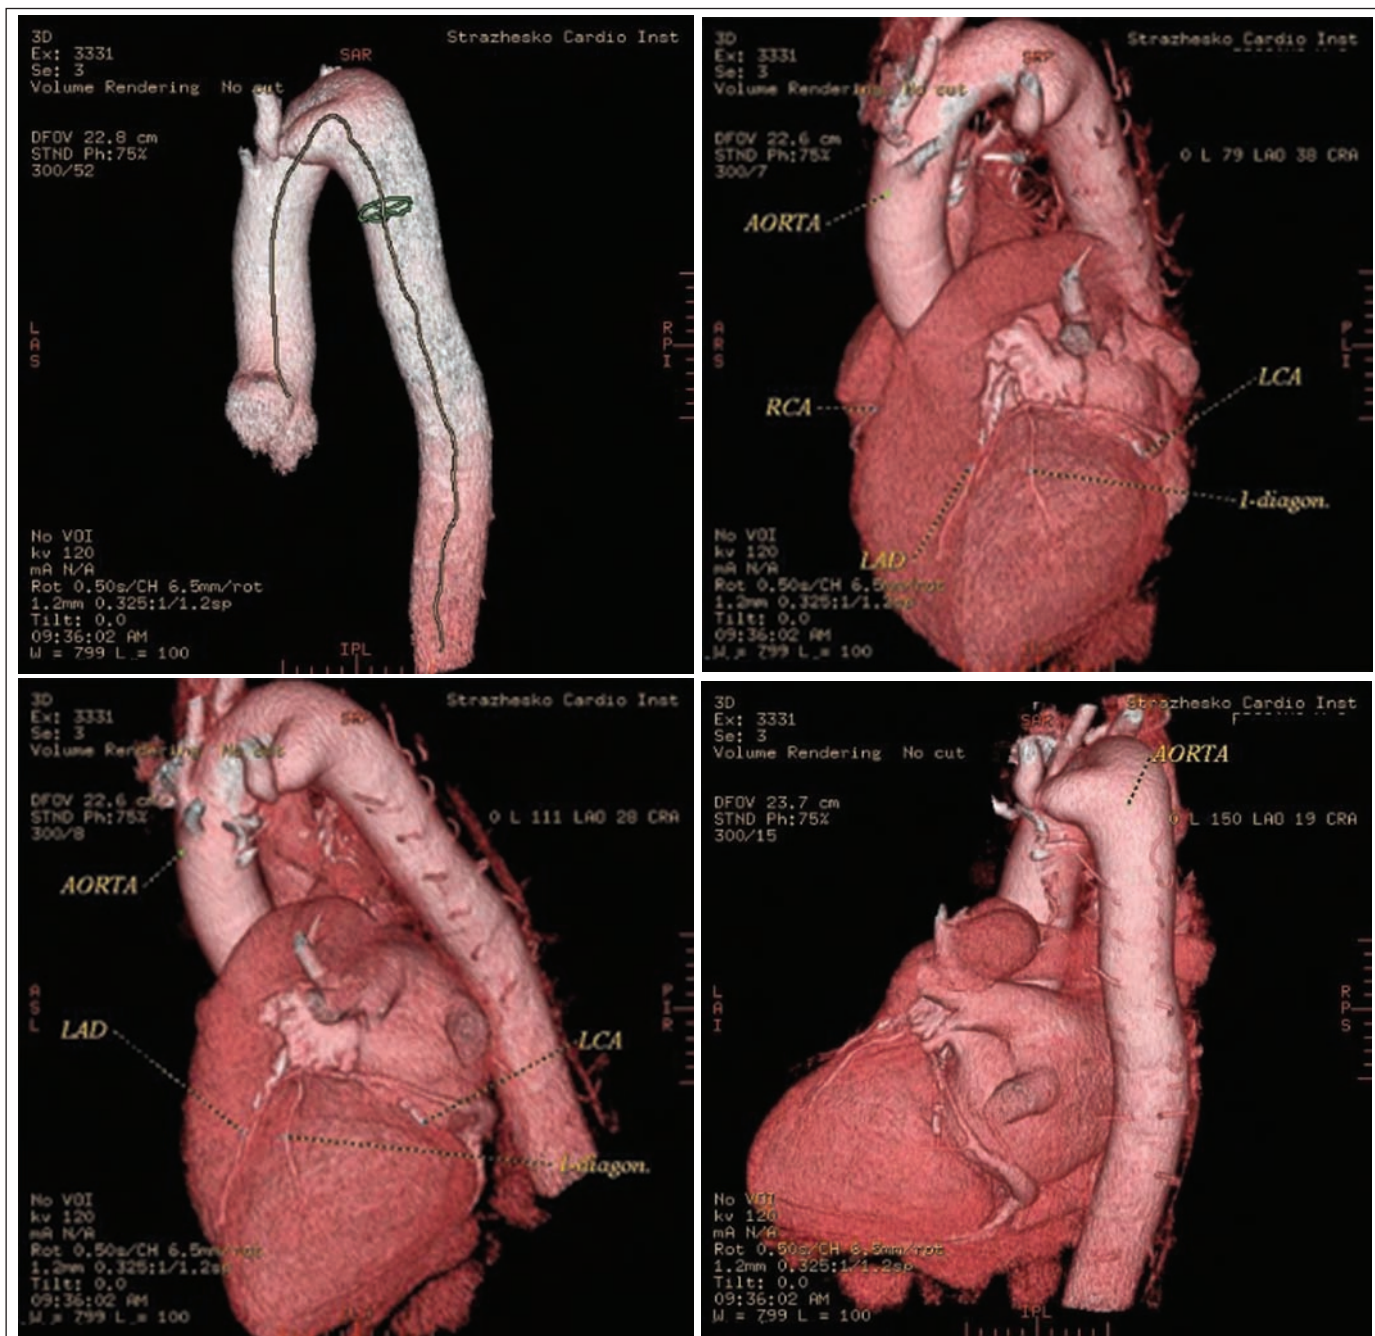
МСКТ-аортография с в/в болюсным введением контрастного вещества, (3-D реконструкции), больного Ф.
